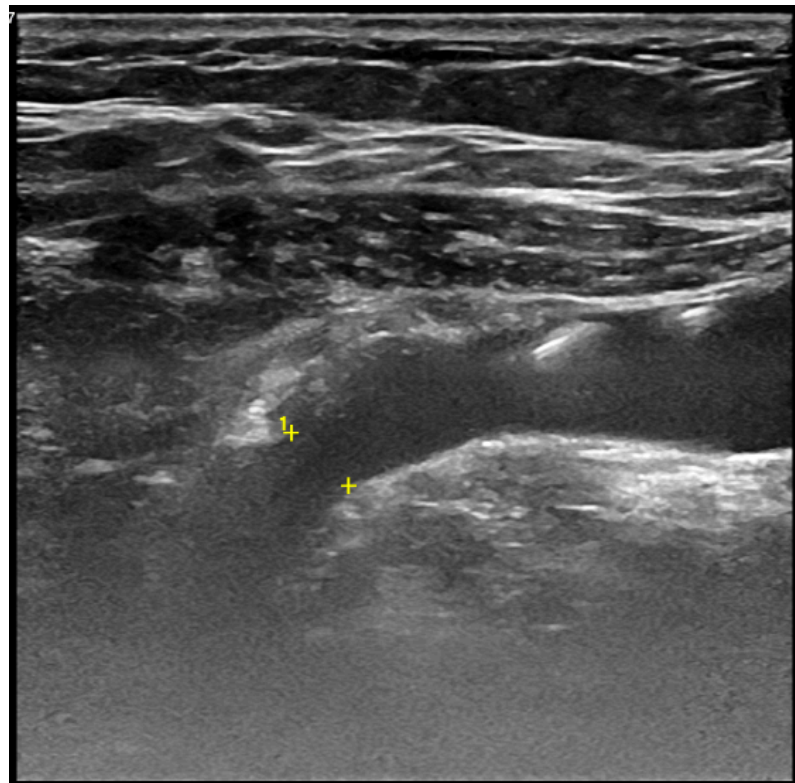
Échodoppler de la FAV en mode B montre la ponction de la veine avec une aiguille 18G*
